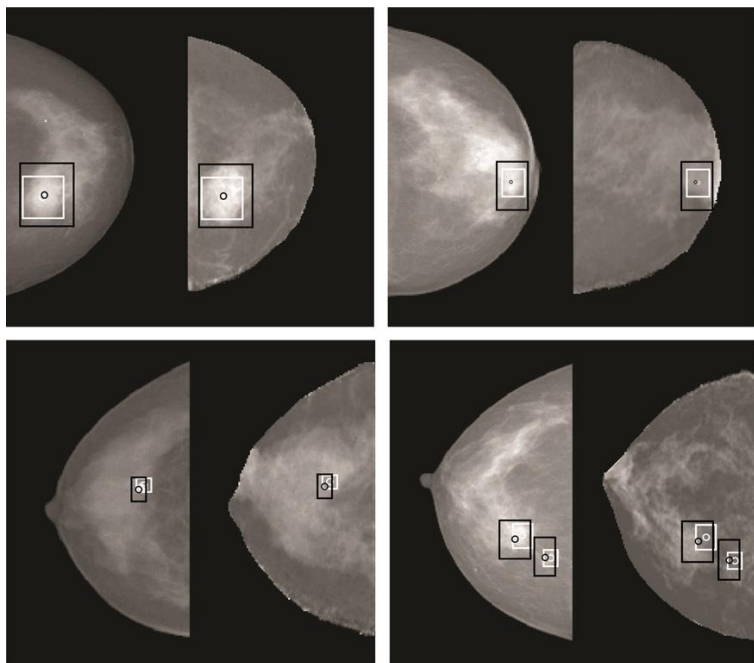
Pares imagen de RX real-proyección de RM en Hopp et al. [17].
